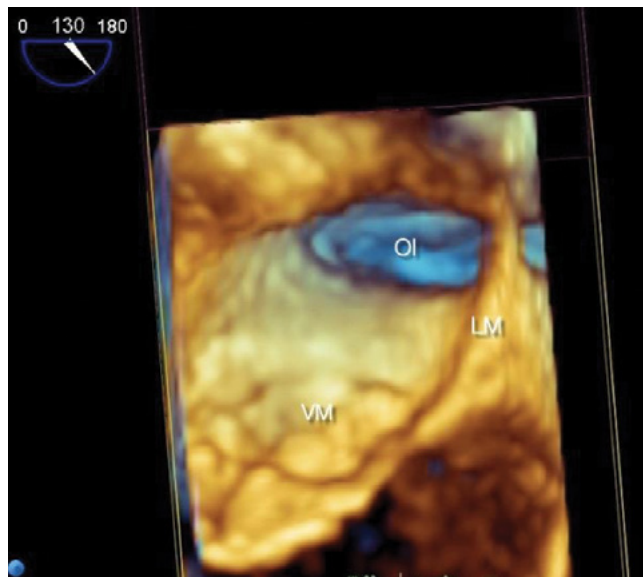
Ecocardiograma 3D desde la aurícula izquierda. Observe el orificio de entrada y el fondo de la orejuela izquierda (OI) y su relación anatómica con el ligamento de Marshall (LM) y la válvula mitral (VM).
